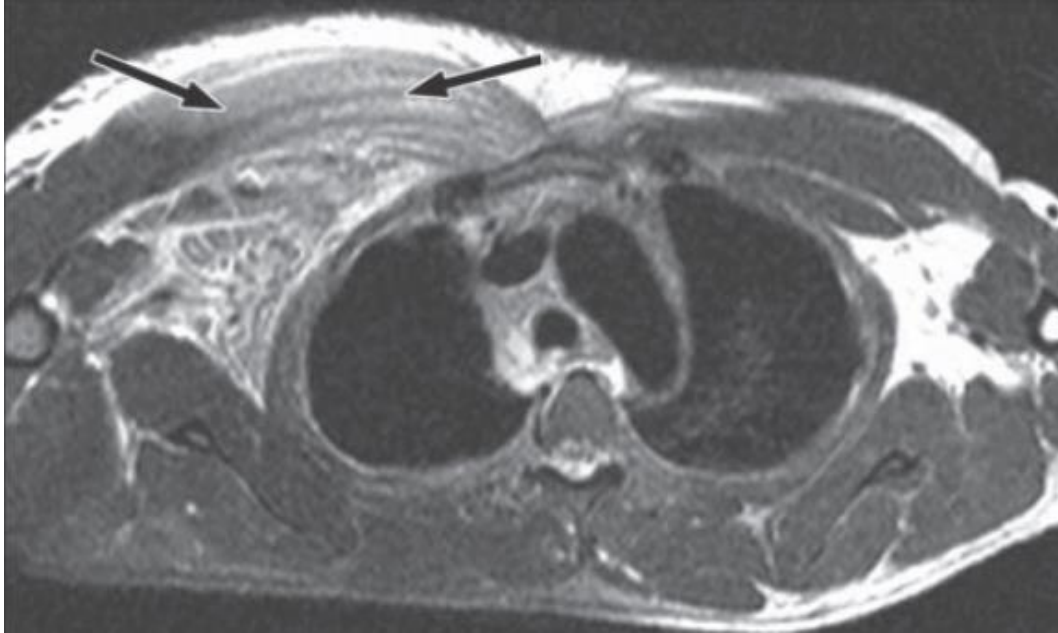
"RM en plano axial (T2) que muestra un gran edema difuso de la fascia superficial y profunda del pectoral mayor y menor derechos" ²⁵
